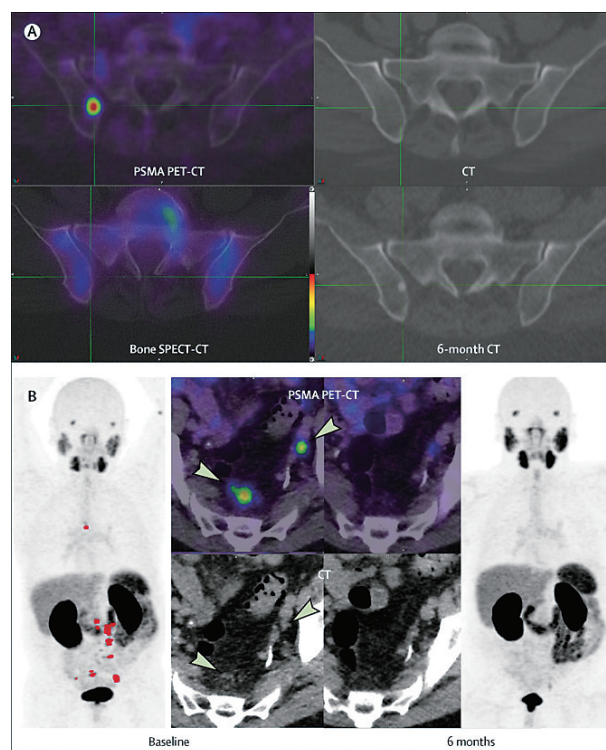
リンパ節、骨転移における従来画像と PSMA-PET/CT との比較
